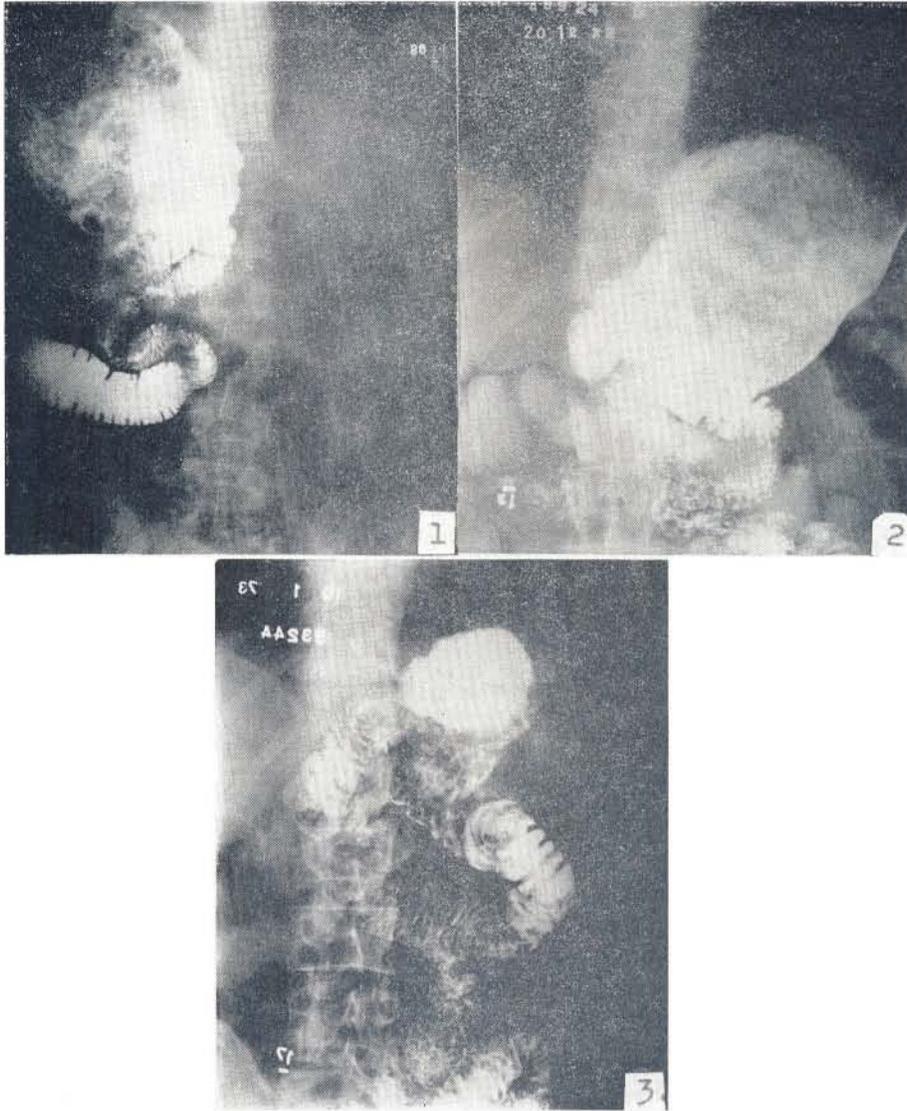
Paciente E.J.R. La radiografía muestra un muñón gástrico muy distendido debido a la obstrucción pocos centímetros abajo de la boca anastomótica.
